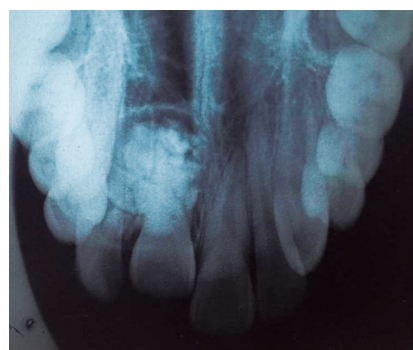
La radiografía oclusal muestra una zona radiopaca homogénea circunscrita de bordes corticados delimitada por un halo radiolúcido en su periferia.
